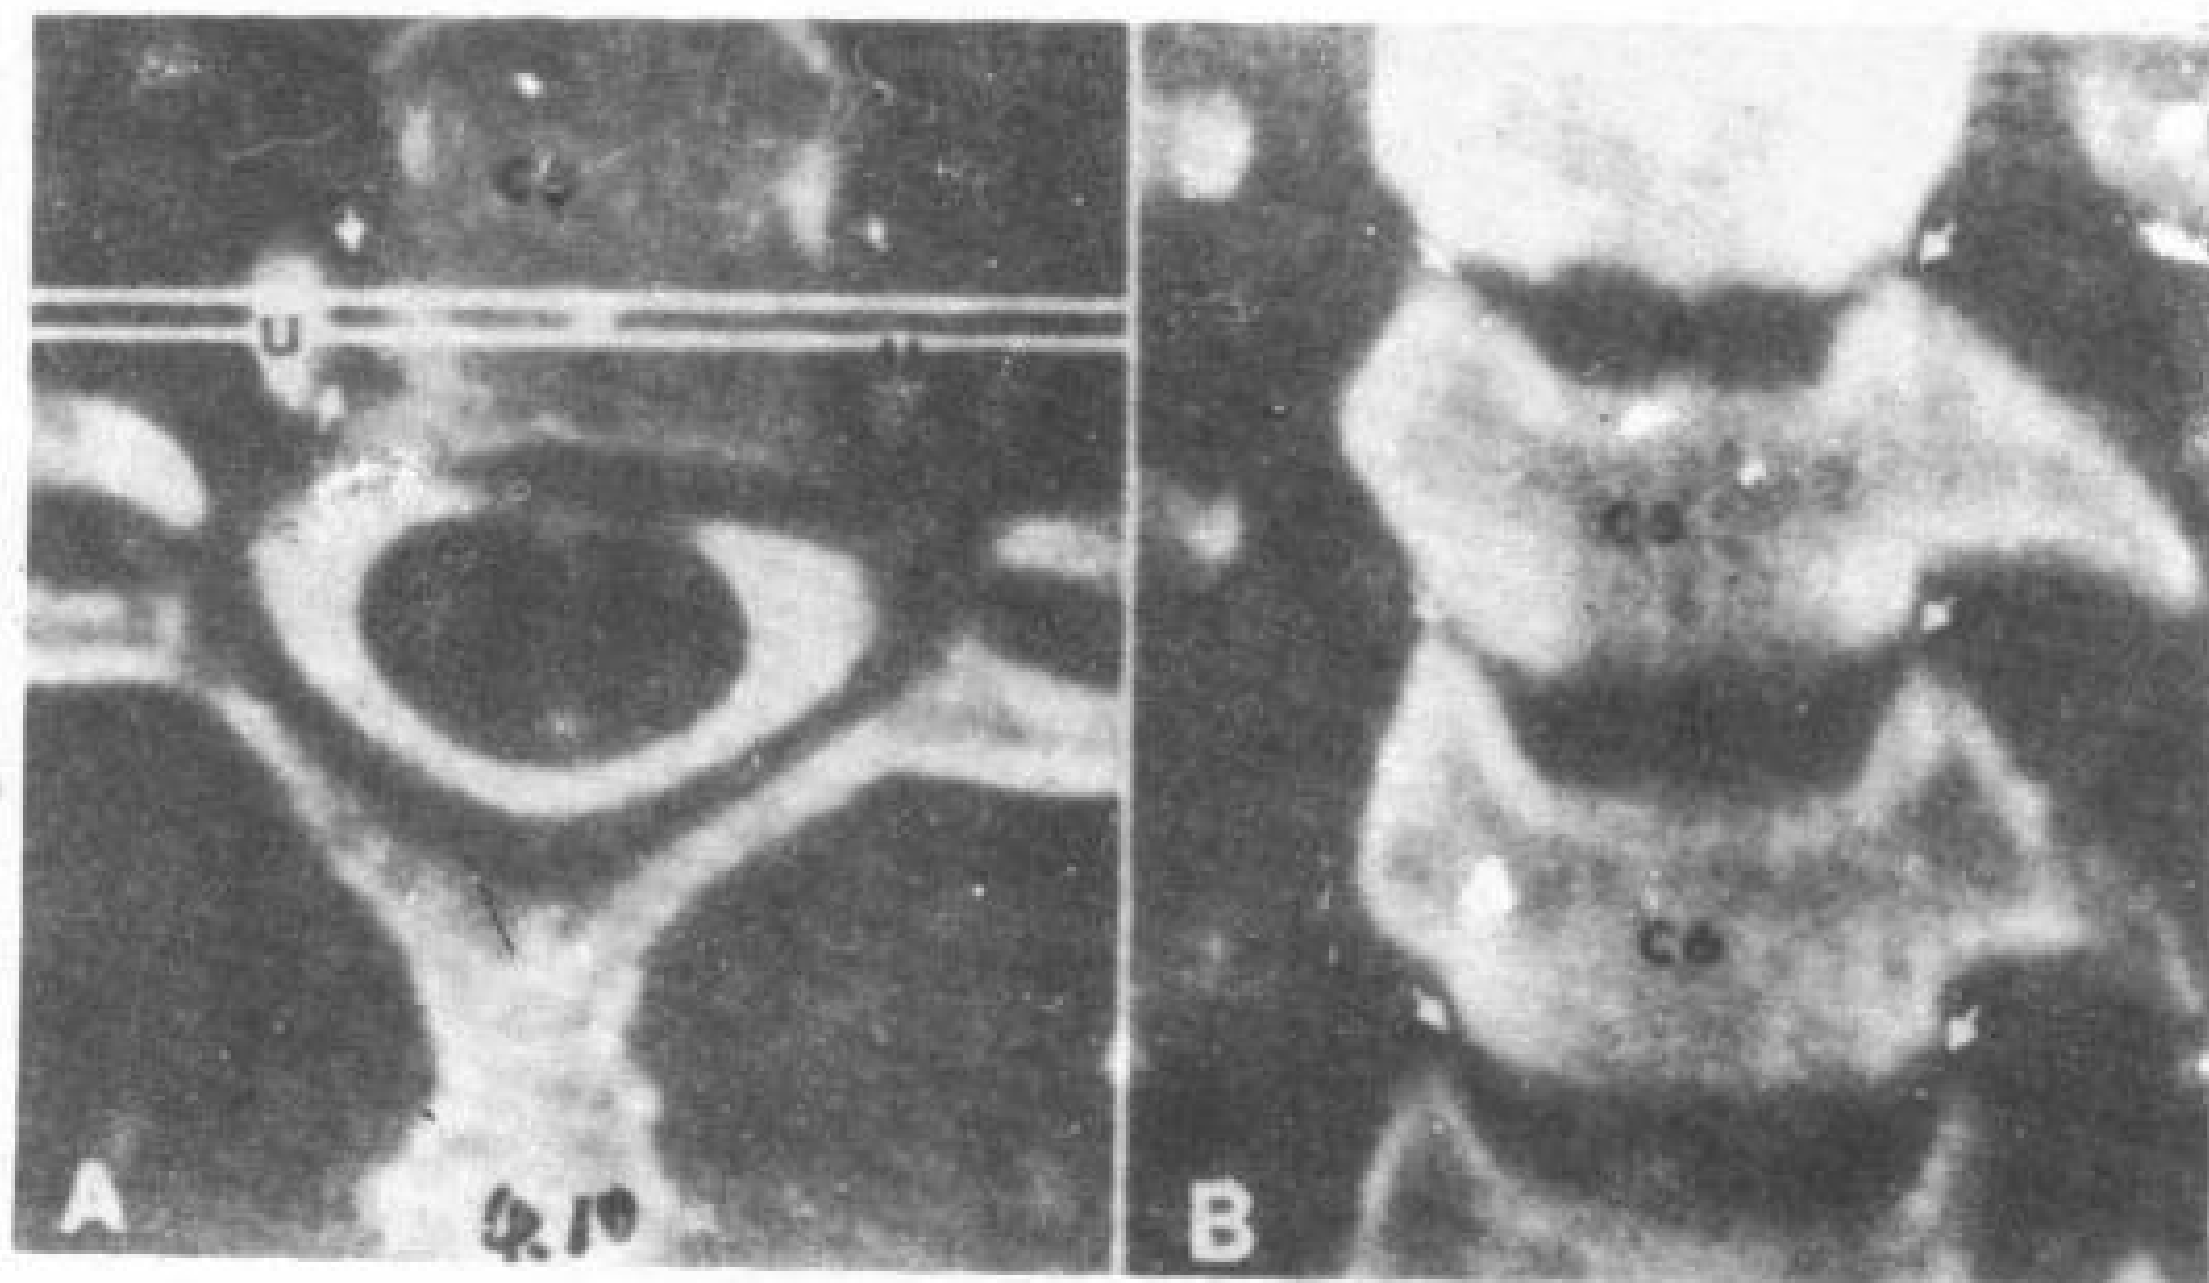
A. C<sub>5</sub>-C<sub>6</sub>椎间盘平面CT象。U—C<sub>6</sub>钩状突; ↑—C<sub>5</sub>-C<sub>6</sub>钩椎关节。
